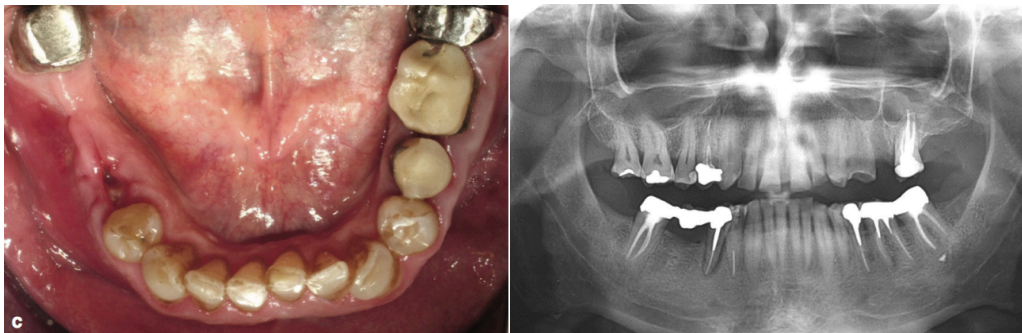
Fotografía oclusal mandibular Preoperatoria Fig. 52: Radiografía preoperatoria
